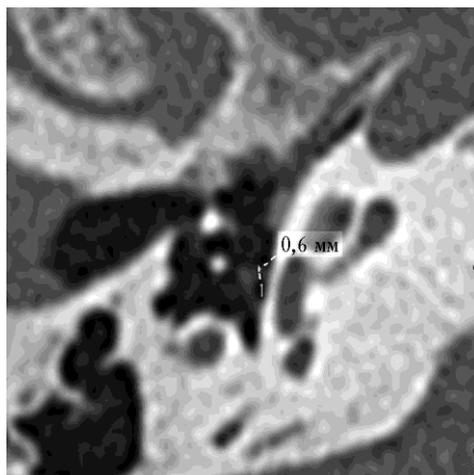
Томограмма пациента Б., 55 лет, аксиальная проекция. Толщина ножки стремени в средней части составляет 0,6 мм
